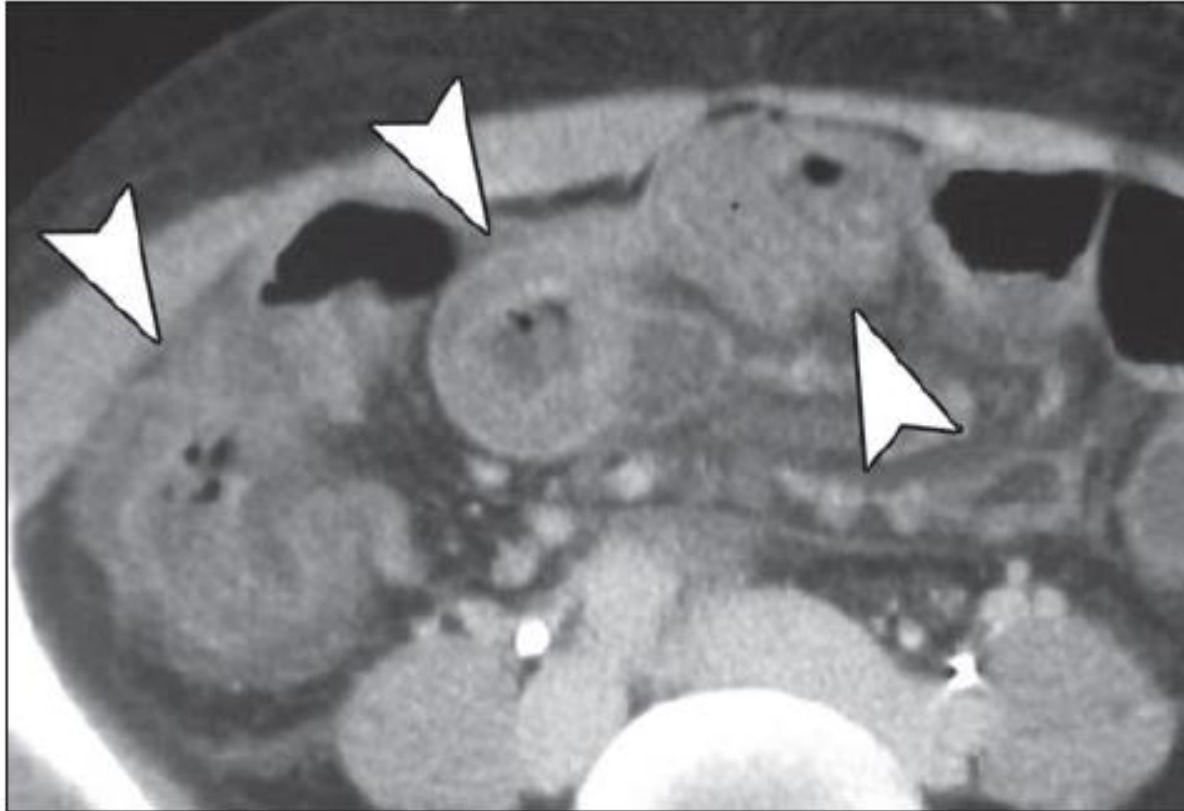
Contrast-enhanced CT image of abdomen in 40-year-old woman with superior mesenteric vein and portal vein thrombosis. Wall thickening of ascending and transverse colon (*arrowheads*) is shown. Engorgement of mesenteric veins is also visible.
